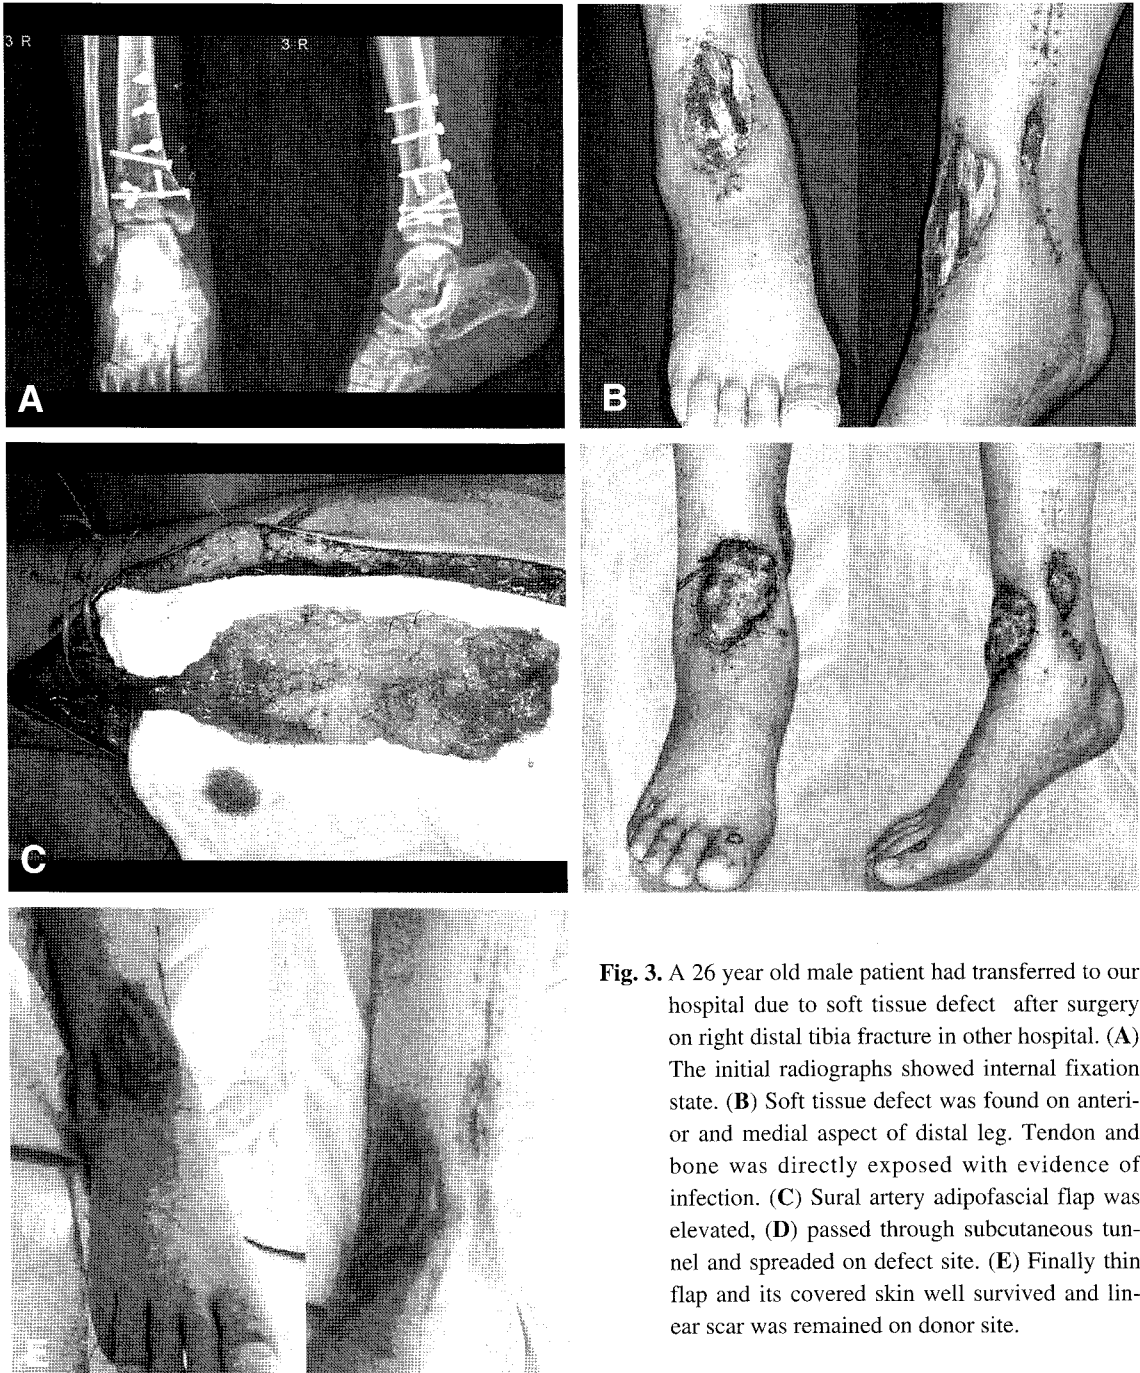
A 26 year old male patient had transferred to our hospital due to soft tissue defect after surgery on right distal tibia fracture in other hospital. (A) The initial radiographs showed internal fixation state. (B) Soft tissue defect was found on anterior and medial aspect of distal leg. Tendon and bone was directly exposed with evidence of infection. (C) Sural artery adipofascial flap was elevated, (D) passed through subcutaneous tunnel and spreaded on defect site. (E) Finally thin flap and its covered skin well survived and linear scar was remained on donor site.
